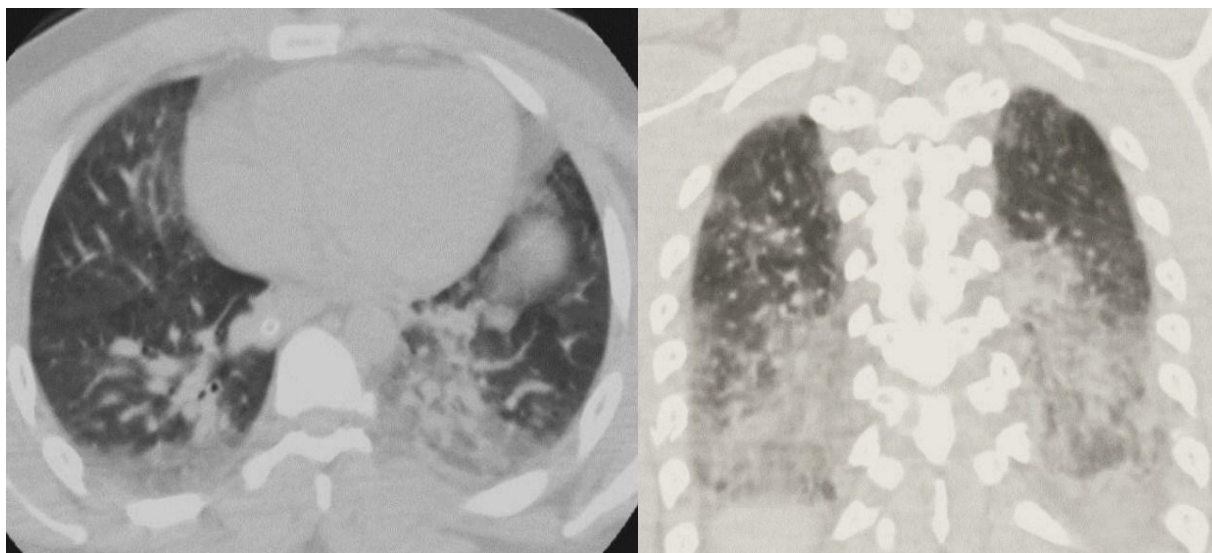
Ушиб легких на СКТ груди
